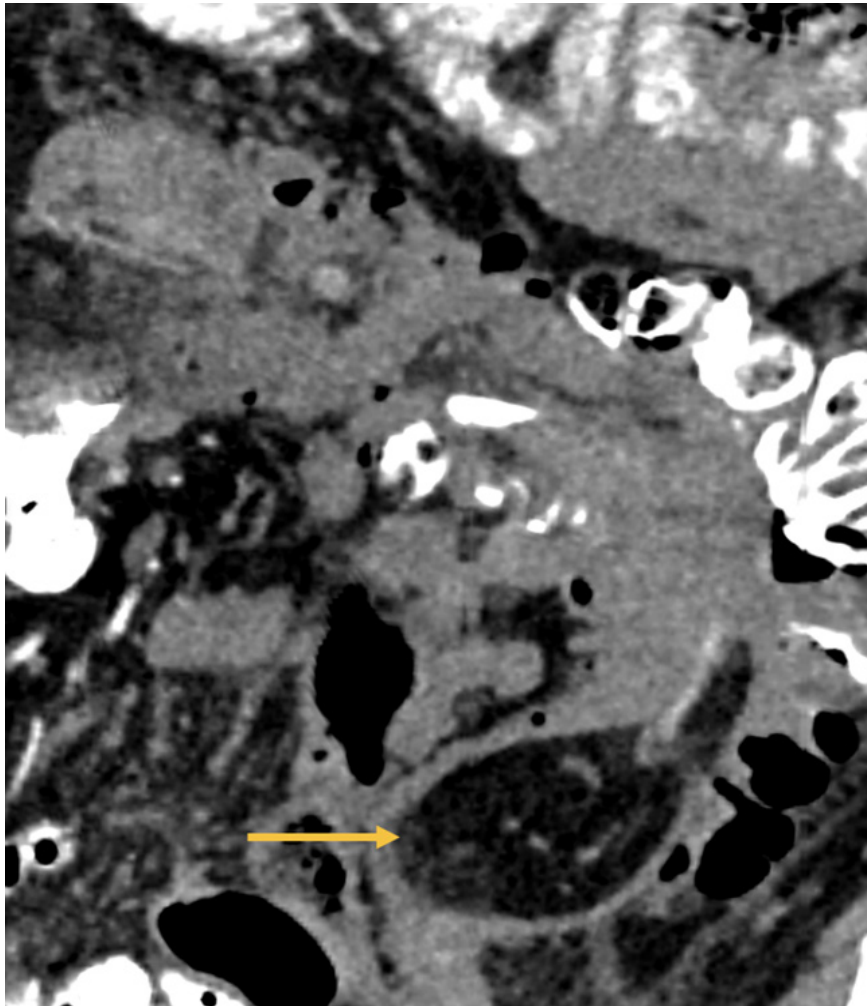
Tomografía computarizada de abdomen con medio de contraste.
